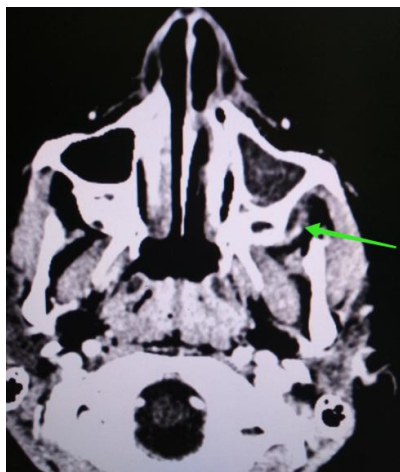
МСКТ от 23.03.2020г. в аксиальной проекции в режиме мягкотканного фильтра. Отмечается снижение пневматизации левой ВЧП, признаки абсцесса подвисочной ямки (стрелка).
